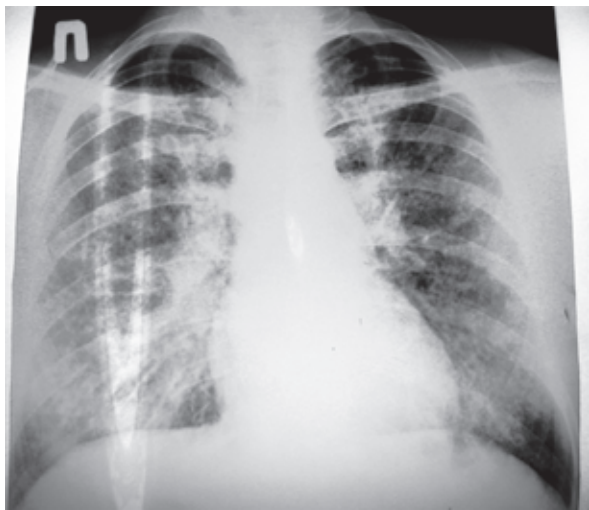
Рентгенография органов грудной клетки от 04.03.2015 г. (описание в тексте)
